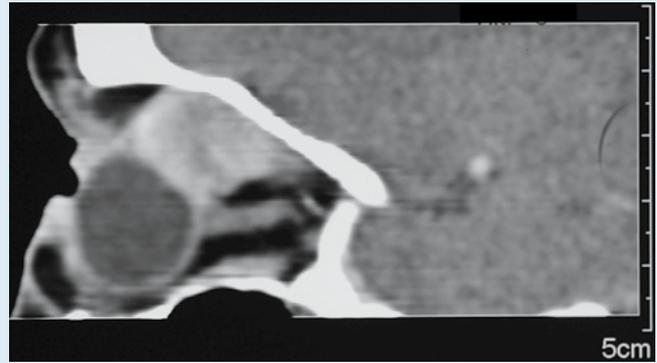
▲ Patientin 4: Die sagittale CT der Orbita zeigt eine Einbuchtung und einen Hypoglobus
